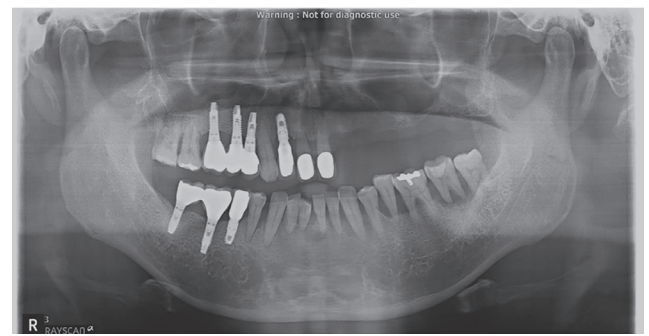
Initial panoramic radiographic image. Generalized advanced chronic periodontitis and pneumatization of left maxillary sinus were shown.
